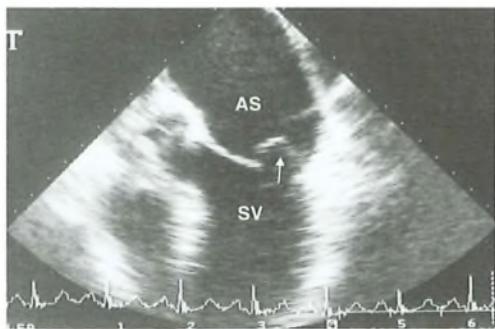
Prolasso mitralico: ecografia transesofagea in proiezione longitudinale che dimostra prolasso del lembo posteriore della mitrale (freccia) in atrio sinistro (AS) (VS = ventricolo sinistro).
